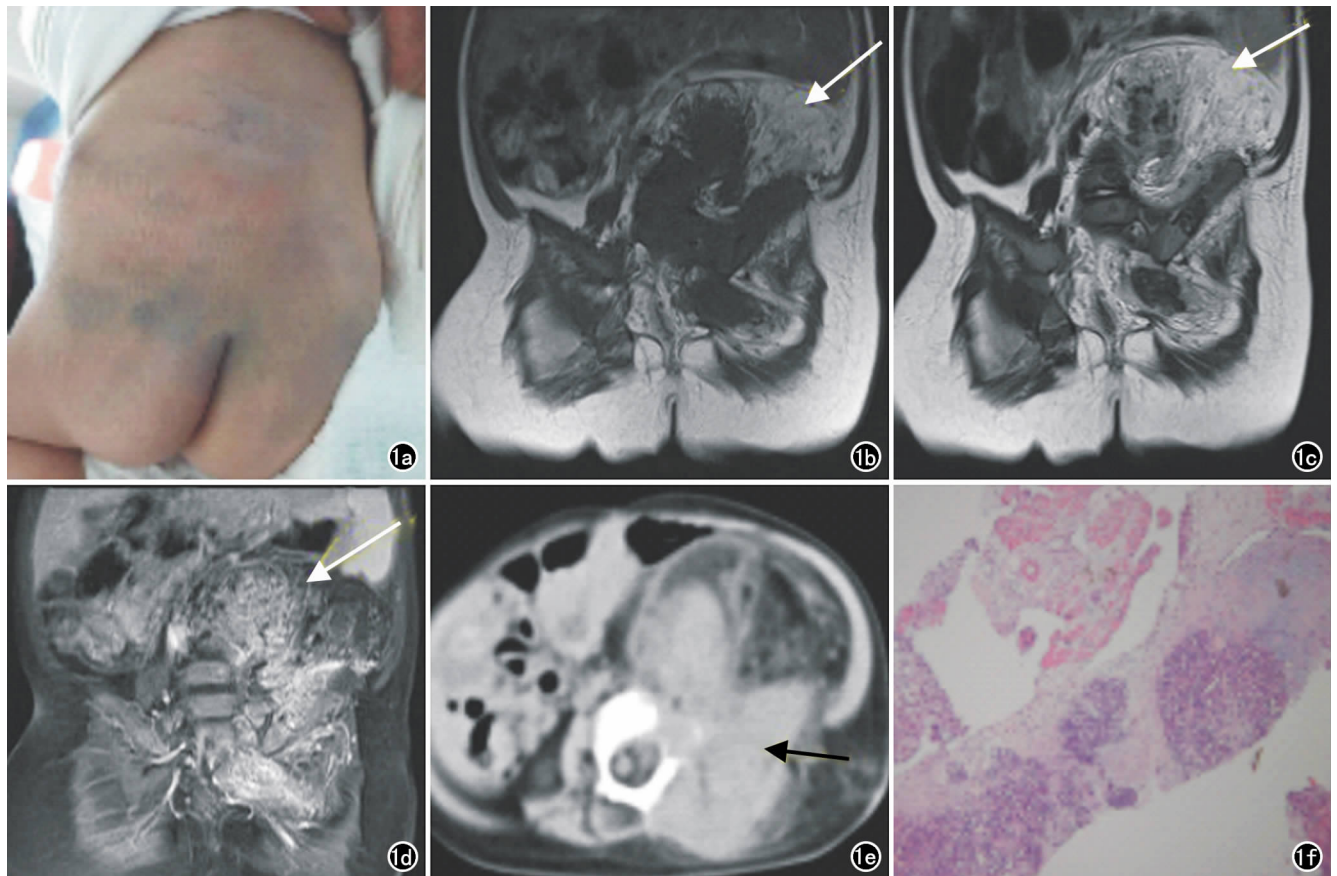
患儿,男,6个月。a) 双侧腰部、臀部见散在青紫;b) 左侧腹盆腔、腹膜后及腰背部见巨大混杂信号肿块(箭),内见短 T₁ 脂肪信号成分;c) 左侧腹盆腔、腹膜后及腰背部见巨大混杂信号肿块(箭),内见长 T₂ 脂肪信号成分;d) MRI 增强扫描示肿块呈明显不均匀强化(箭);e) CT 示左侧腹盆腔、腹膜后及腰背部巨大混杂密度肿块(箭),边界不清,跨腹壁生长;f) 镜下可见特征性的“肾小球”样结构(×100, HE)。
